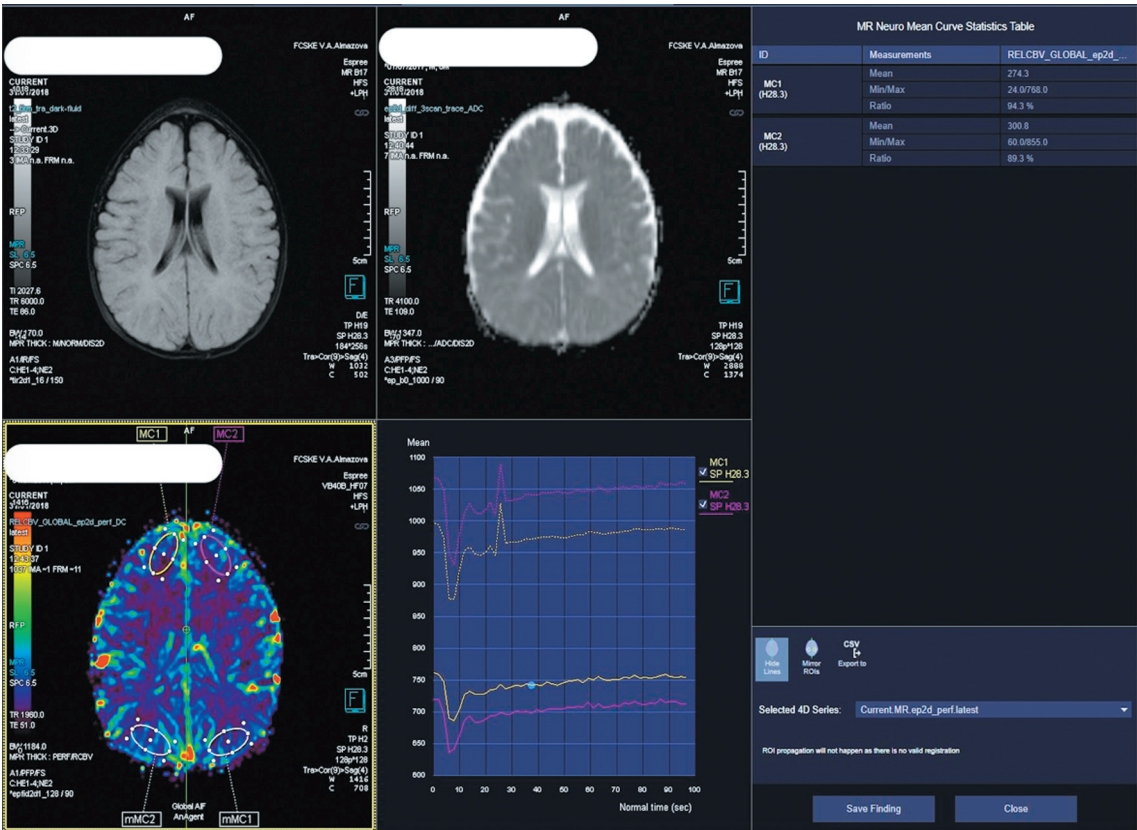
Перфузионная карта CBV у пациента с метопическим синостозом. Относительные показатели перфузии указаны стрелками.
